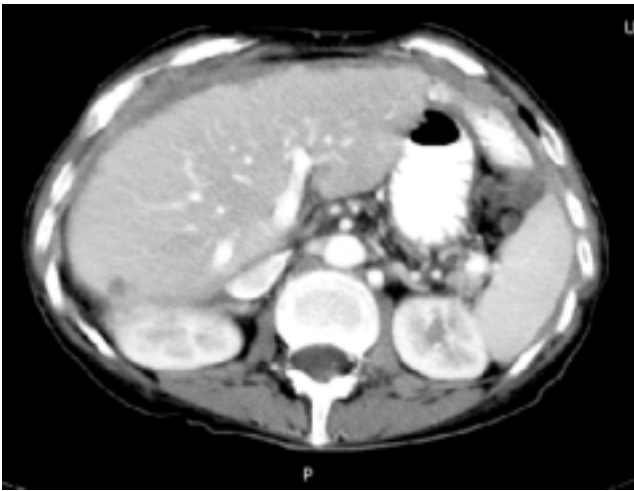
TC con contraste intravenoso. Conglomerado de adenopatías metastásicas en hilio hepático. También se observan nódulos hepáticos múltiples metastásicos
